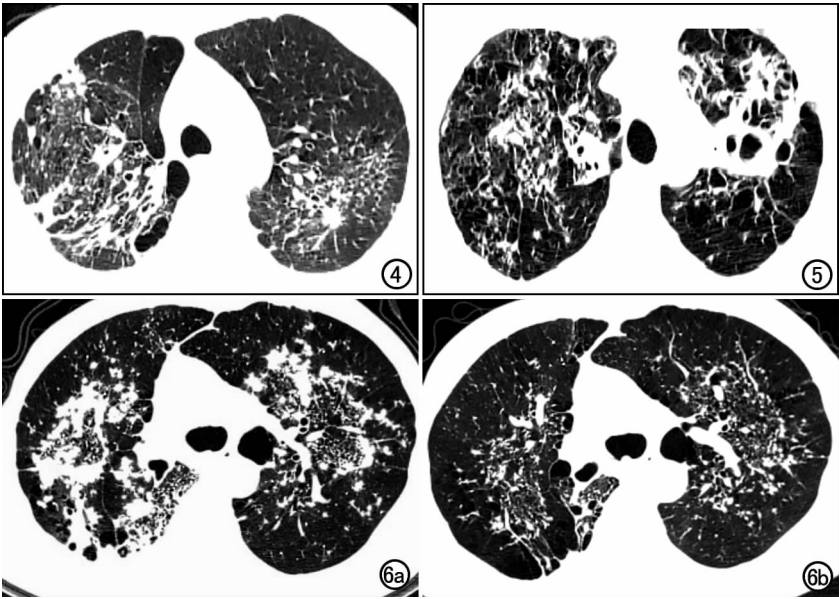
男,44 岁,双肺结核。HRCT 示右肺上叶,左肺上叶尖后段内可见支气管血管束增粗、网格状影和小叶间隔增厚,右上叶胸膜下可见肺气肿。图 5 女,36 岁,双肺结核。HRCT 示右上叶内可见网格状影,小叶间隔增厚,病灶主要分布在肺叶中央,左上叶尖后段可见空洞形成,左上叶前段内可见条片状影。
